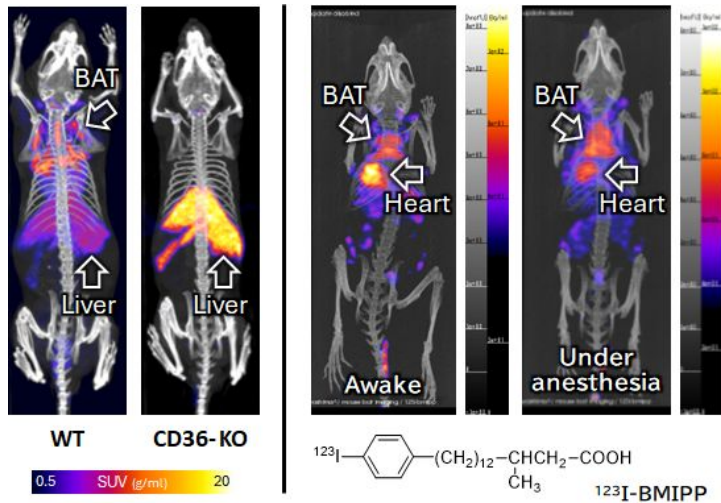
^{125}I -oxLDL の CD36-KO マウスにおける体内分布の変化 (左) と、BAT への ^{125}I -BMIPP 集積における麻酔の影響 (SPECT/CT) (右)
